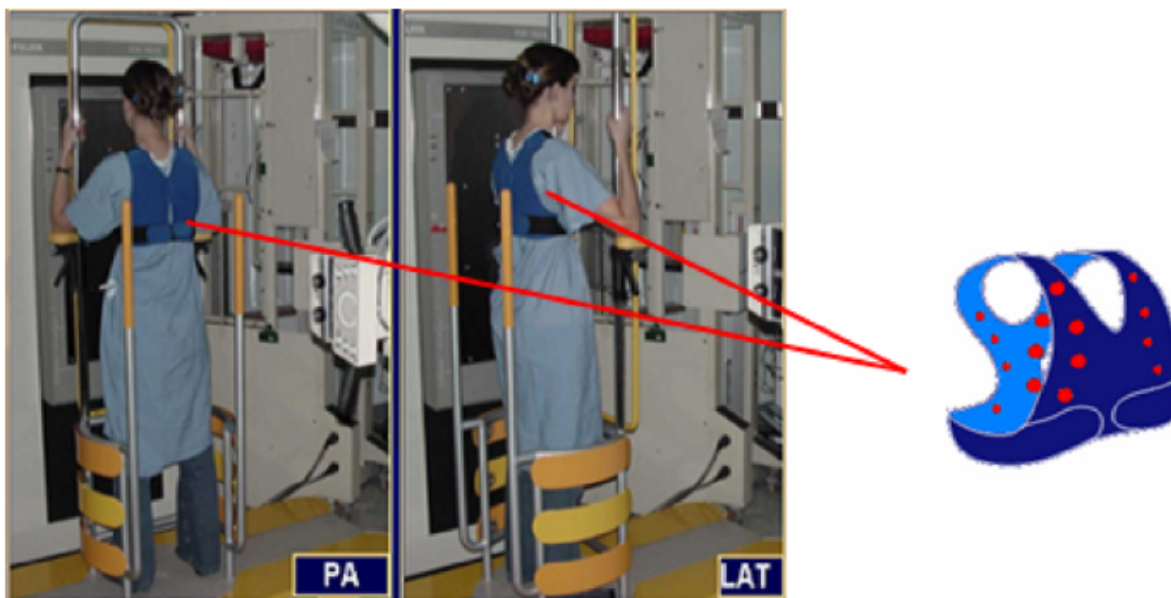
Veste de calibrage pour la méthode d'auto-calibrage (Tirée de F. Cheriet, C. Laporte, S. Kadoury, H. Labelle, et J. Dansereau, "A Novel System for the 3-D Reconstruction of the Human Spine and Rib Cage From Biplanar X-Ray Images," *IEEE Transaction on Biomedical Engineering*, vol. 54, no. 7, pp. 1356-1358, 2007. ©IEEE. Reproduit avec permission.)
